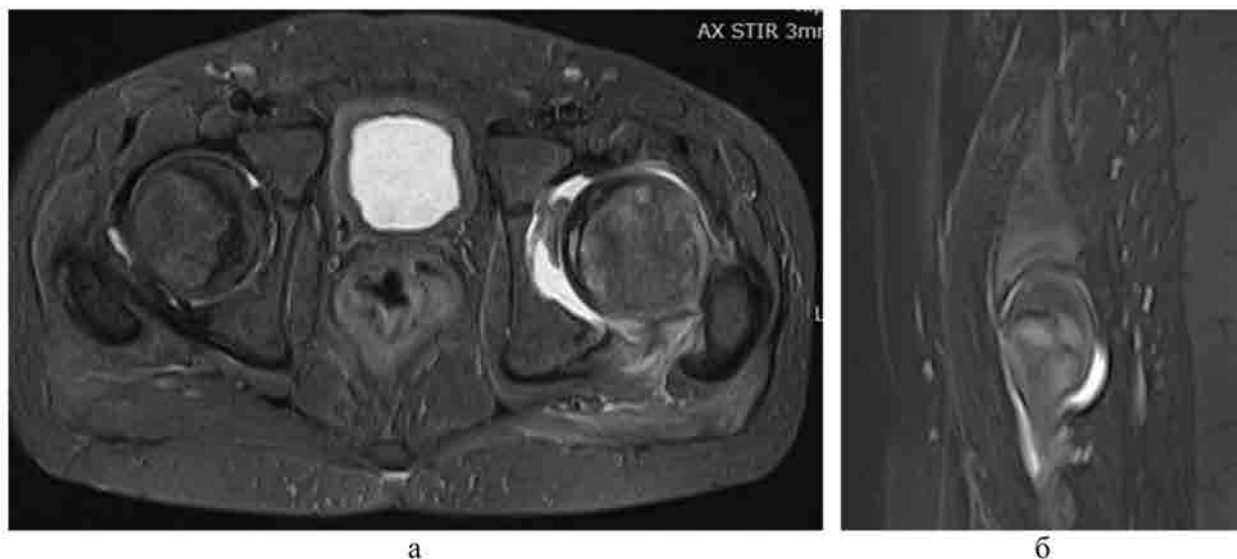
МР-томограммы пациента 16 лет с диагнозом АН головки левой бедренной кости: а – T2-STIR, AX: выпот в суставе, трабекулярный отек метафиза бедренной кости; б – T2-STIR, SAG: гиперинтенсивный сигнал от зоны роста, значительный выпот в полости сустава
